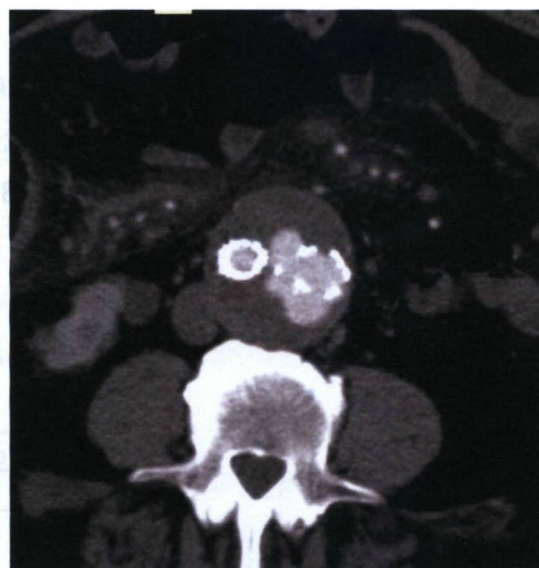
Imagem de angiotomografia no plano axial, onde se observa a presença de contraste externamente à endoprótese, associado a deformidade dos contornos do seu ramo esquerdo, o que sugere defeito na endoprótese (vazamento tipo 3)
